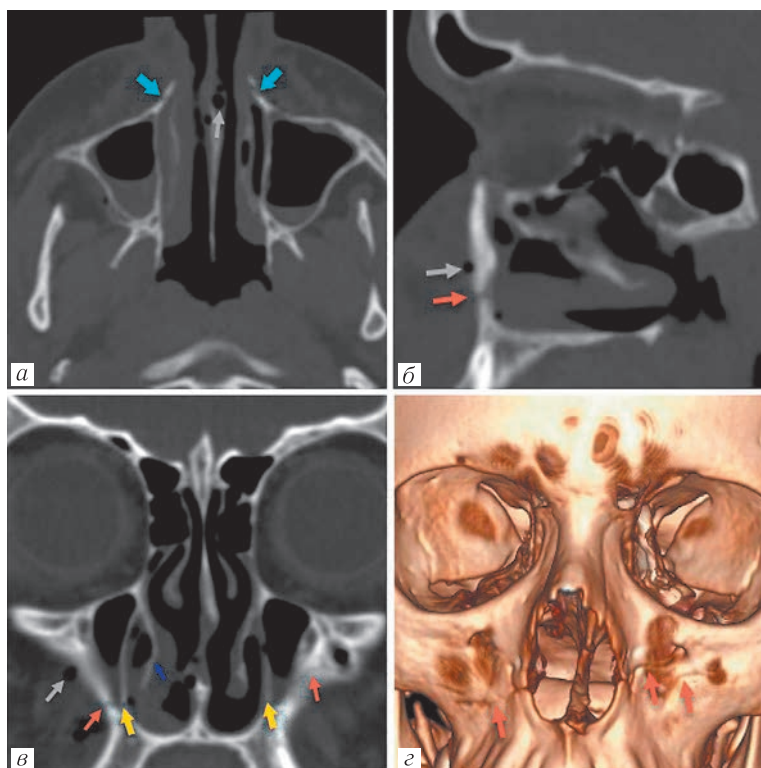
Boy, 11 years old. CT scan of the skull. Craniofacial trauma. Axial (a) MPR, sagittal (б) MPR, frontal (в) MPR, three-dimensional reconstruction (г). Comminuted fracture of the inferior wall of the right orbit (orange arrow). Prolapse of parabulbar fat into the orbital cavity (yellow arrow). Orbital emphysema (gray arrow)
